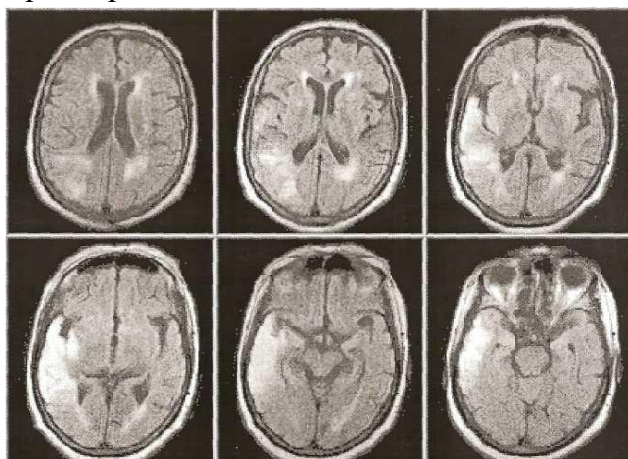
МРТ (Больная П., 73 года).
